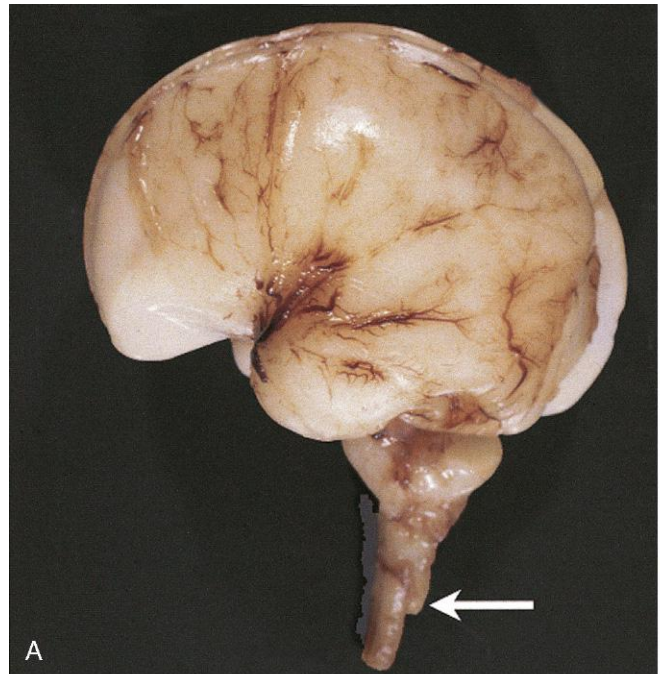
A, Malformación de Arnold-Chiari tipo II en un feto de 23 semanas. La exposición *in situ* del rombencéfalo revela la presencia de tejido cerebeloso (flecha) muy por debajo del agujero magno. B, Imagen de resonancia magnética de un niño con malformación de Arnold-Chiari tipo I. Se puede observar que las amígdalas cerebelosas quedan por debajo del agujero magno (flecha roja). (A, Por cortesía del doctor Marc R. Del Bigio, Department of Pathology [Neuropathology], University of Manitoba, Winnipeg, Manitoba, Canadá. B, Por cortesía de los doctores R. Shane Tubbs y W. Jerry Oakes, Children's Hospital Birmingham, Birmingham, Alabama.)
